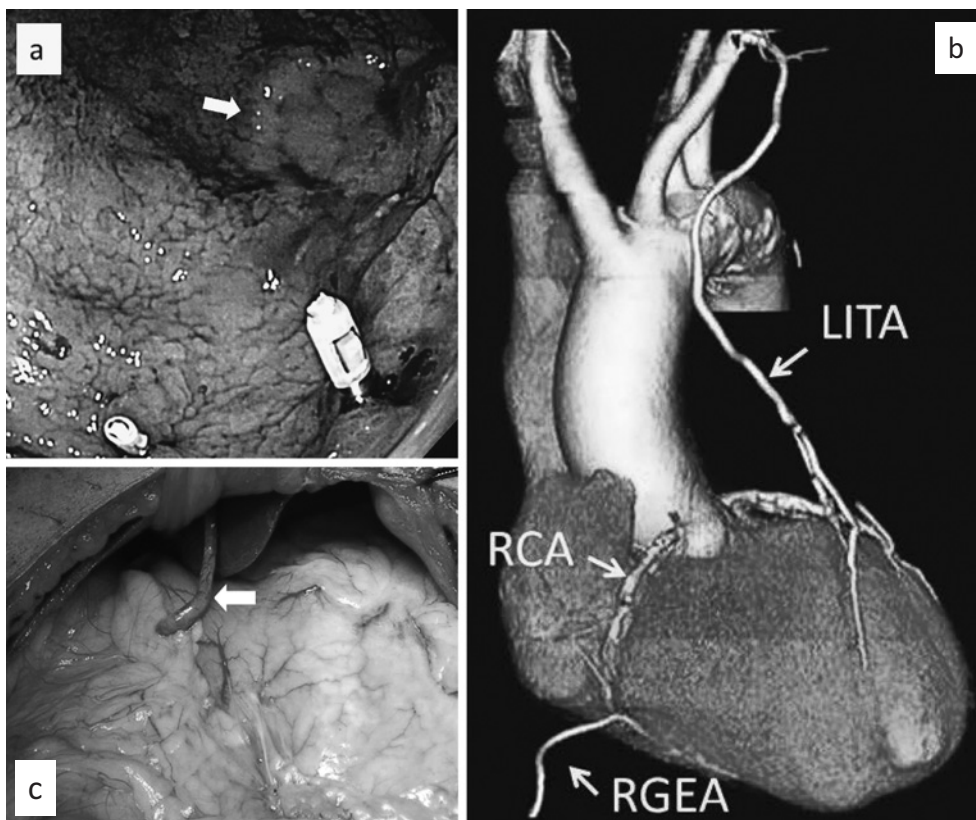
a Gastrointestinal endoscopy showed 0-IIc lesion on the Greater curvature and posterior wall of the middle part of the stomach (arrow). b 3D-CT scan showed patency of RGEA bypass graft. RGEA: right gastroepiploic artery, RCA: right coronary artery, LITA: left internal thoracic artery. c Operative findings; RGEA bypass graft ran toward the cranial direction on the ventral side of the stomach (arrow).
